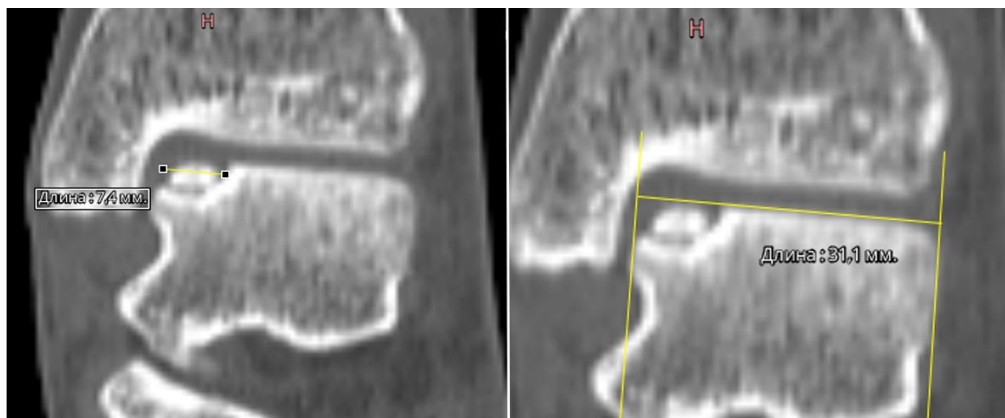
Пациентка Н., 32 лет. Измерение относительных показателей размеров ЛОПБТК по данным КТ: отношение наибольшего диаметра ЛОПБТК к наибольшей ширине блока таранной кости (фронтальная плоскость).
